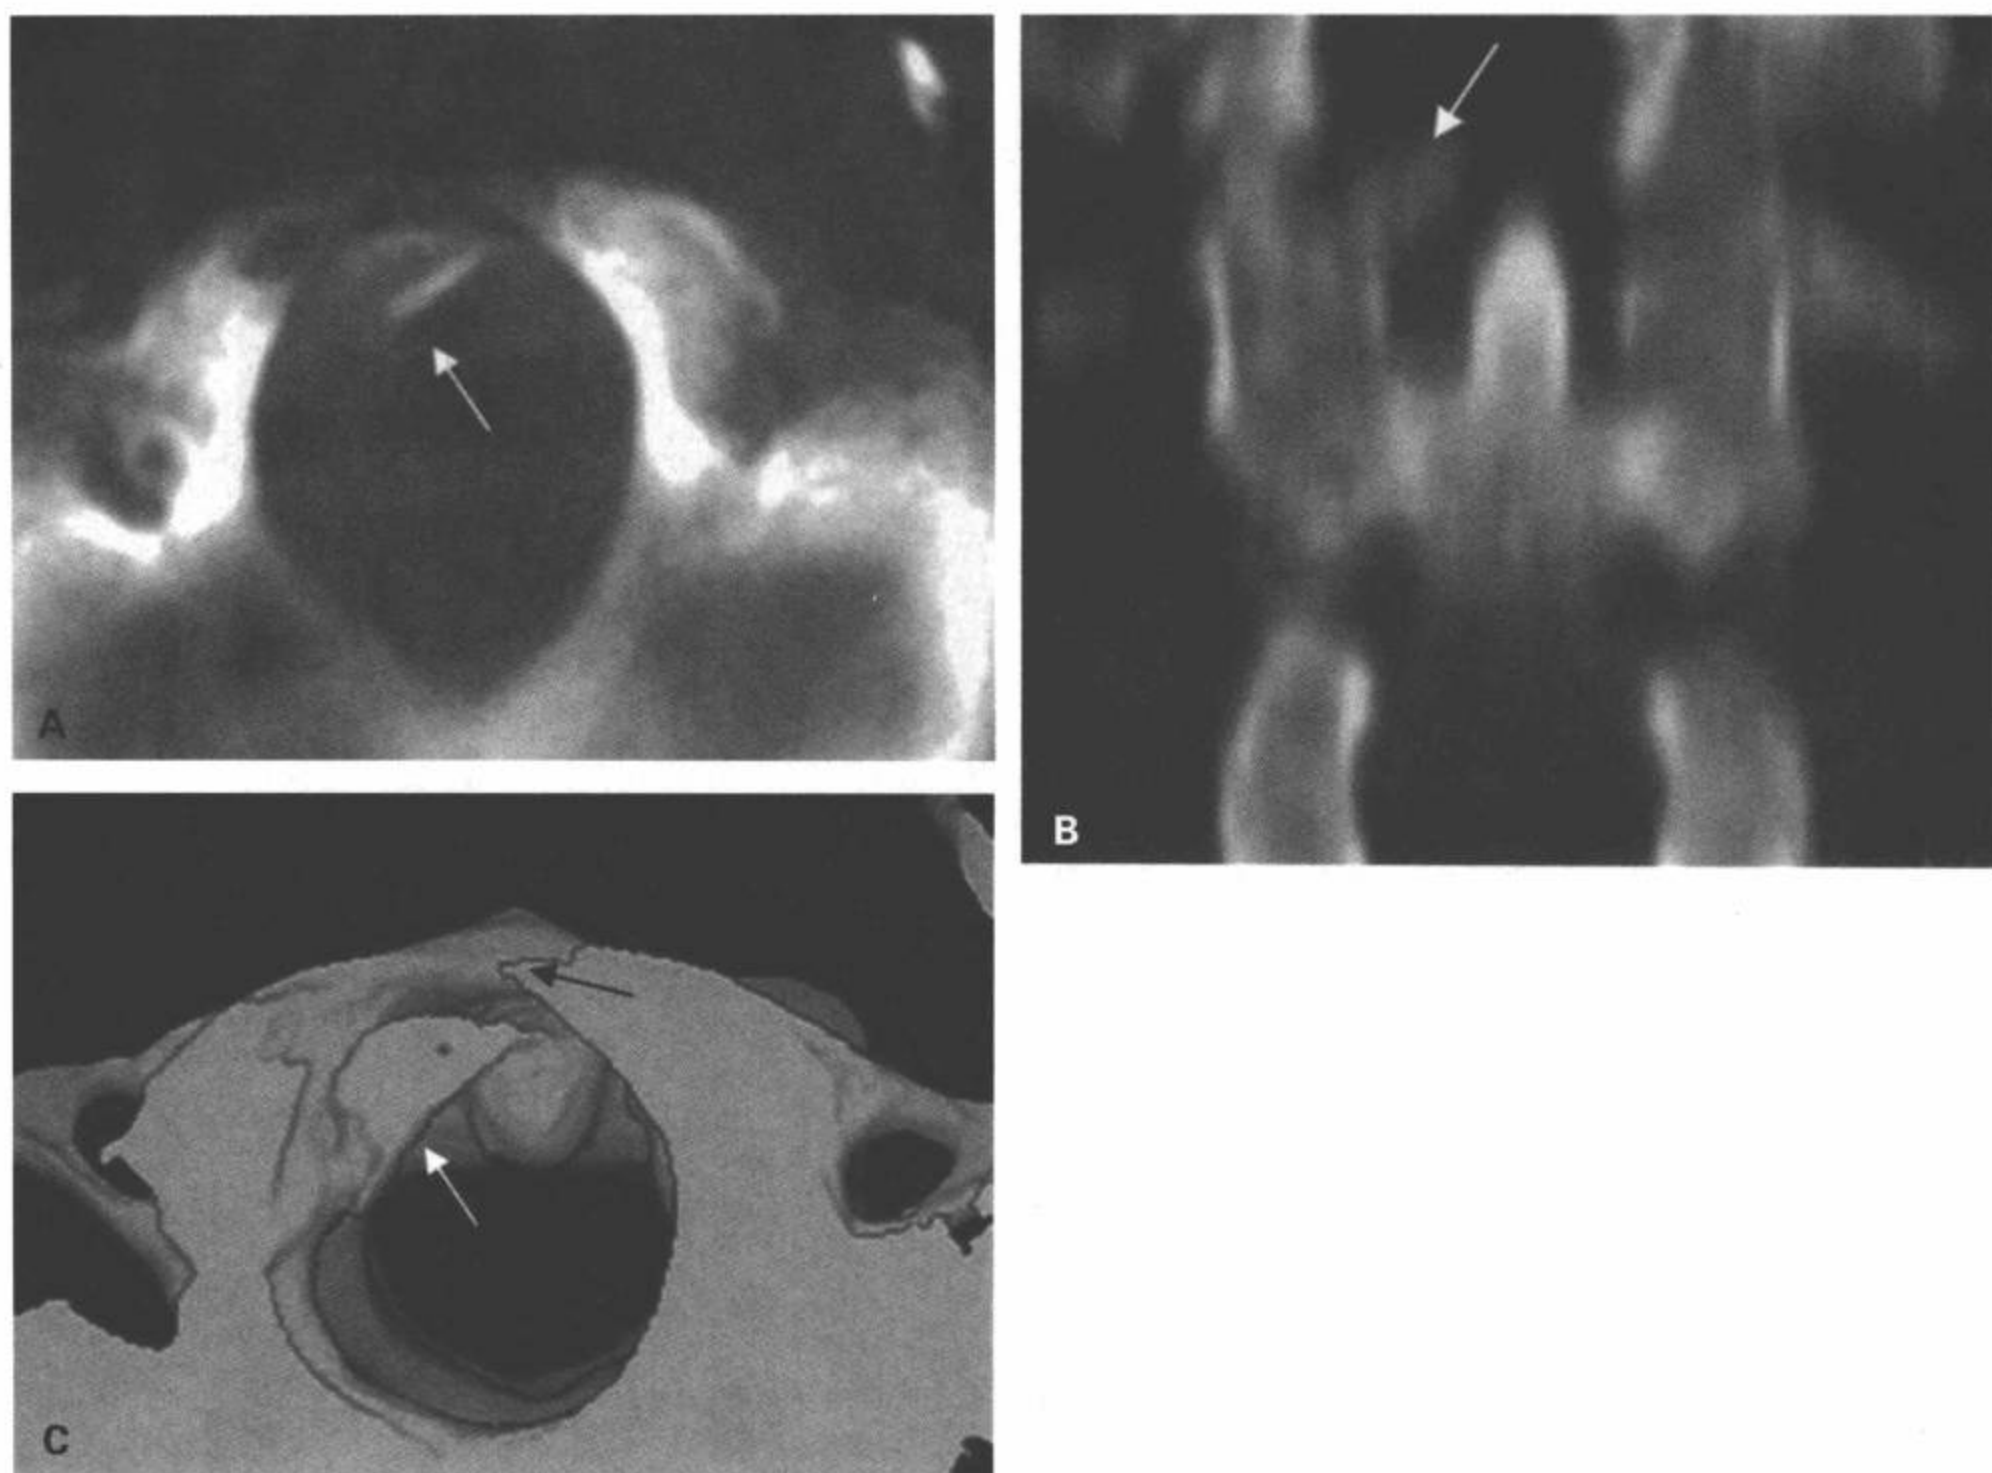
III型枕骨髁骨折。A: CT横断面图像显示右侧枕骨髁撕脱性骨折伴碎片内移进入枕大孔(箭)。B: CT多平面重组冠状面图像显示右侧枕骨髁内侧面撕脱(箭)伴撕脱的骨碎片内移 $>5\text{mm}$ 进入枕大孔。C: 3D重组表面遮盖轴位图像显示右侧枕骨髁骨折伴撕脱骨碎片内移进入枕大孔(白箭)。注意骨折延伸到斜坡(黑箭)。
